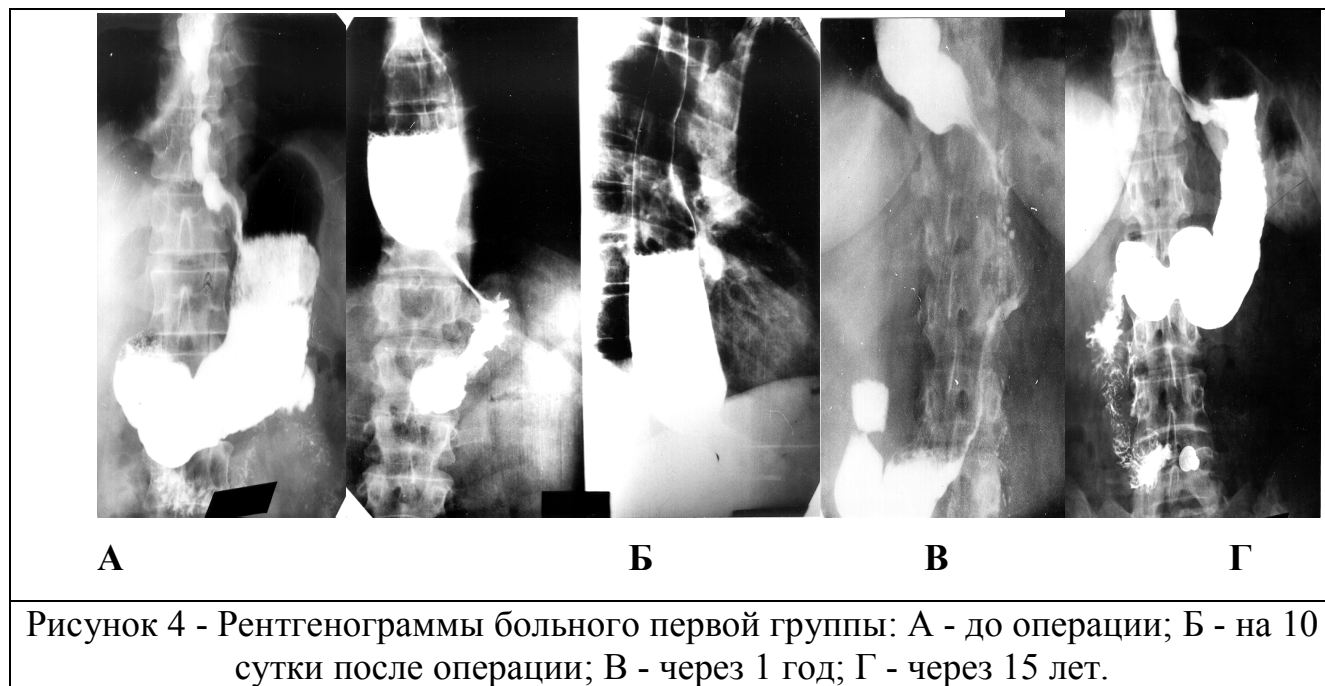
Рентгенограммы больного первой группы: А - до операции; Б - на 10 суток после операции; В - через 1 год; Г - через 15 лет.
